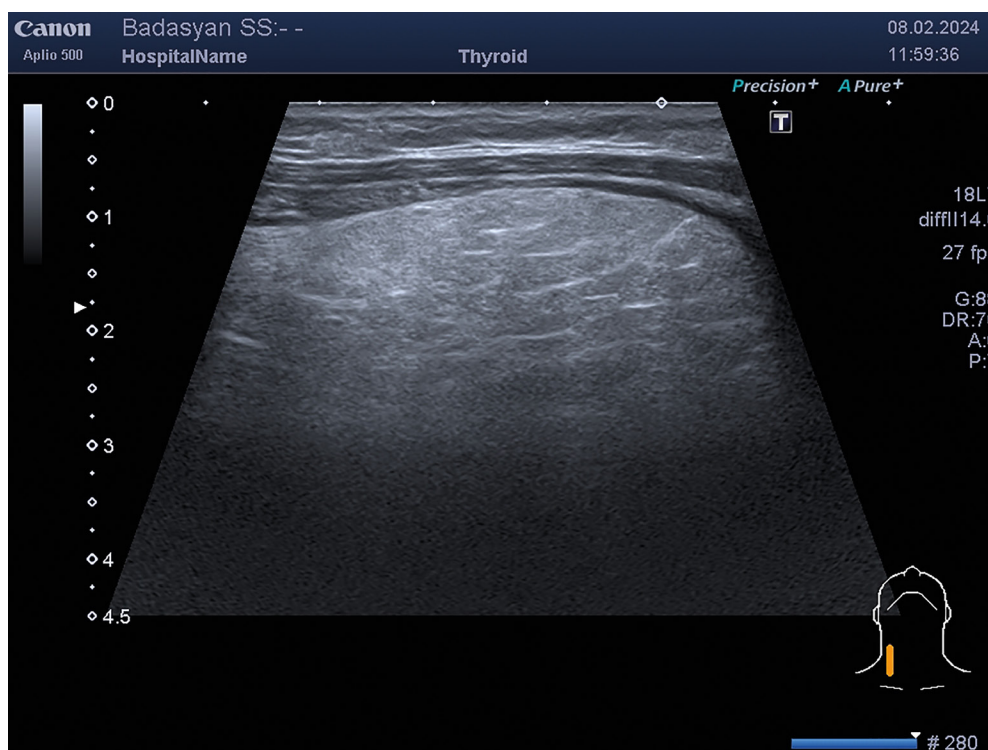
УЗИ щитовидной железы.
